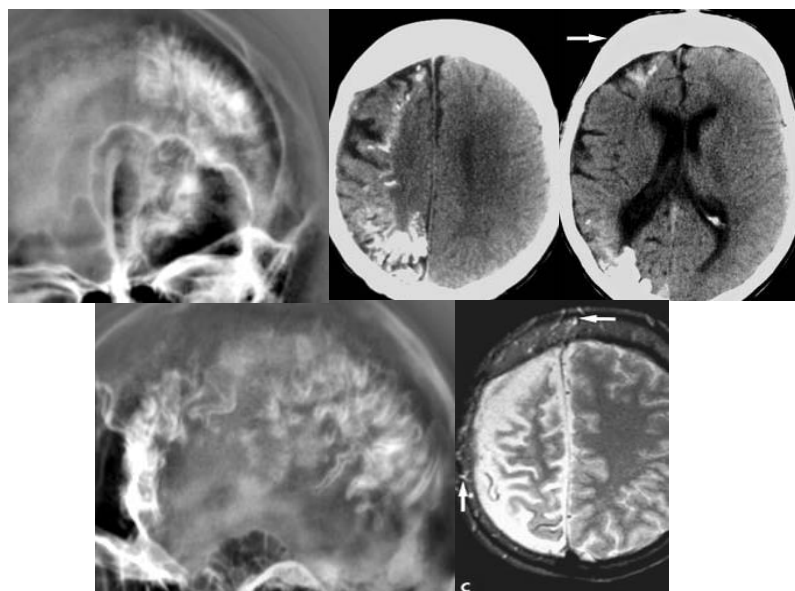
Синдром Штурге-Вебера. Рентгенограми черепа в прямій і бічній проекції, КТ і МРТ T233 в аксіальній площині. До диференціальної діагностики остеом – при цьому синдромі визначається рівномірне потовщення лобової кістки із множинними вапняними долученнями за ходом мозкових звивин і правобічна кортикальна атрофія. Крім цього, на МРТ візуалізуються численні внутрішньокісткові судинні канали (стрілки).
